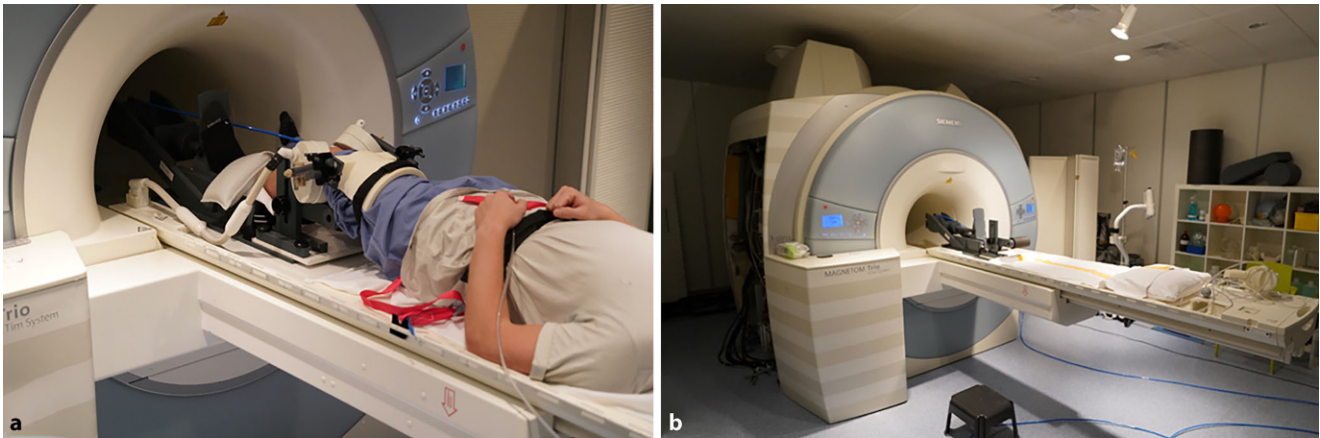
▲ Die pneumatische Belastungsvorrichtung (a) und der komplette MRT-Versuchsaufbau (b)
